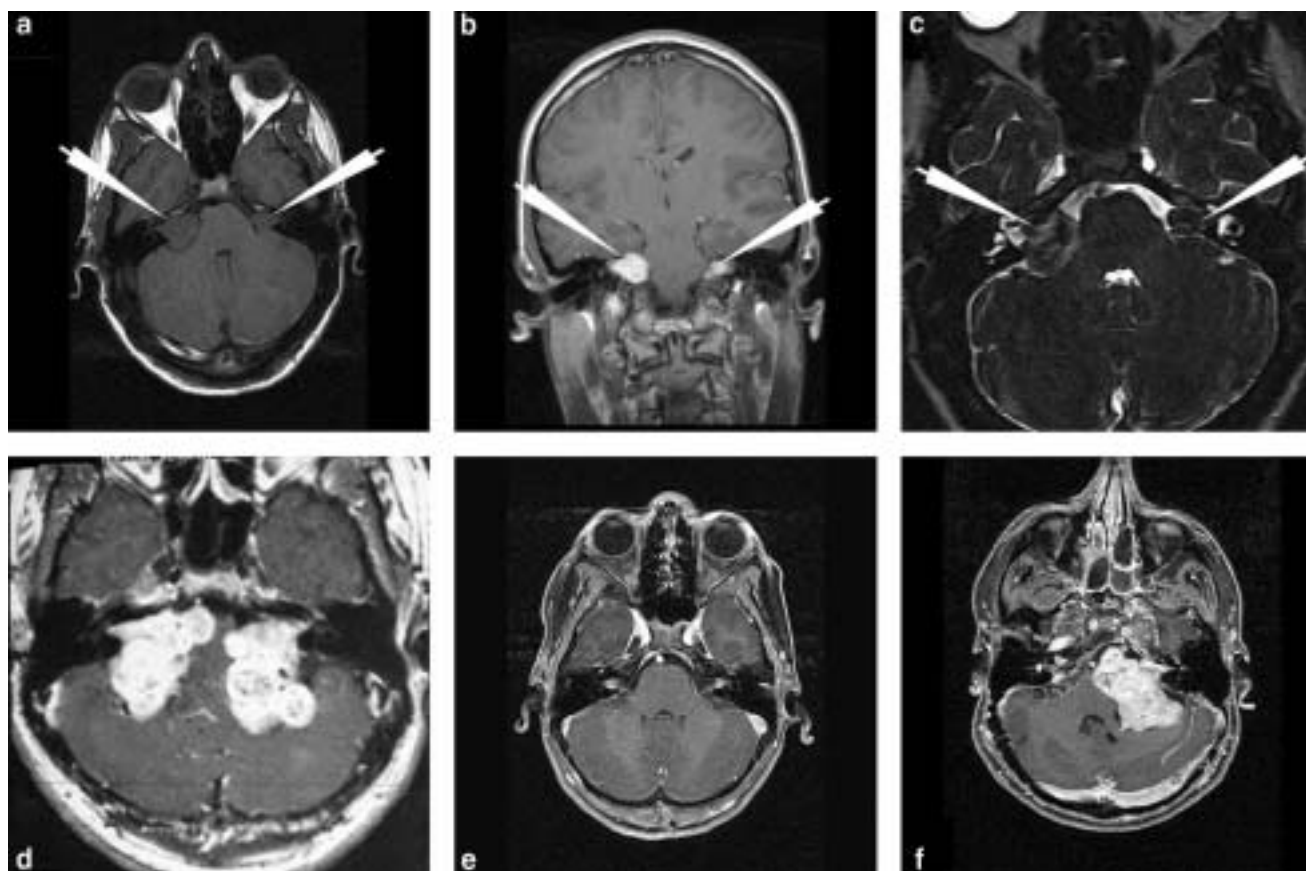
Aspects IRM des schwannomes vestibulaires (SV) dans la NF2. (a) coupe axiale T1, SV bilatéraux asymétriques (flèches) : image en isosignal de l'angle ponto cerebelleux, prolongement dans le méat auditif interne. (b) coupe coronale T1 avec Gadolinium. Les SV sont fortement réhaussés par l'injection (flèches). (c) coupe axiale T2. Les SV sont en hyposignal par rapport au liquide cérébro-spinal (flèches). (d, e, f) coupes axiales T1 avec Gadolinium. (d) volumineux SV bilatéraux responsables d'une compression majeure du tronc cérébral et du IV^e ventricule. (e) SV intracanalaires. (f) SV intracanalaires. (f) SV intracanalaires à droite et volumineux SV gauche responsable d'une compression du tronc cérébral et d'une déviation du IV^e ventricule.
